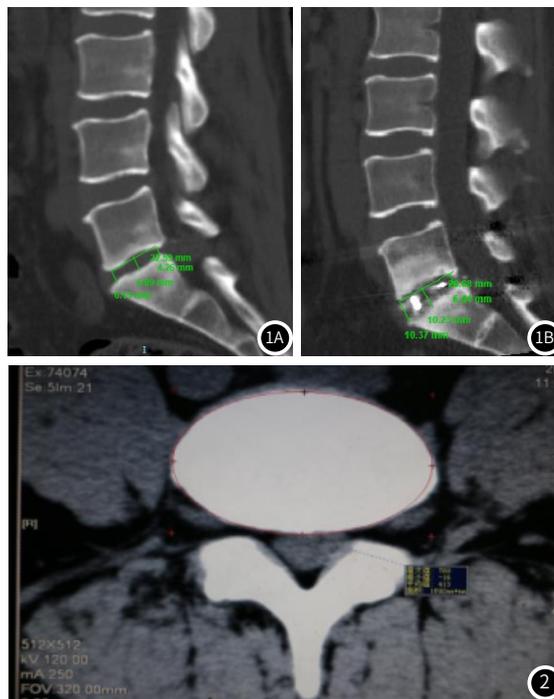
椎间隙高度的CT图像; 图2 有效上终板面积的CT图像法。
